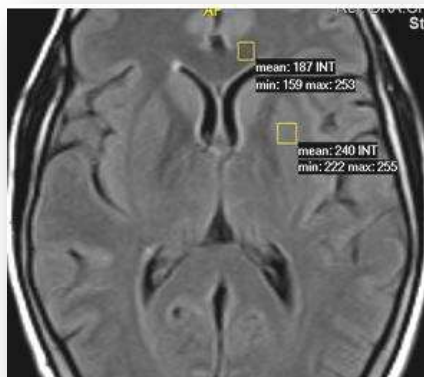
Colocação das ROI na imagem em T2w FLAIR do cérebro *in vivo*. (Fonte: Autor)
